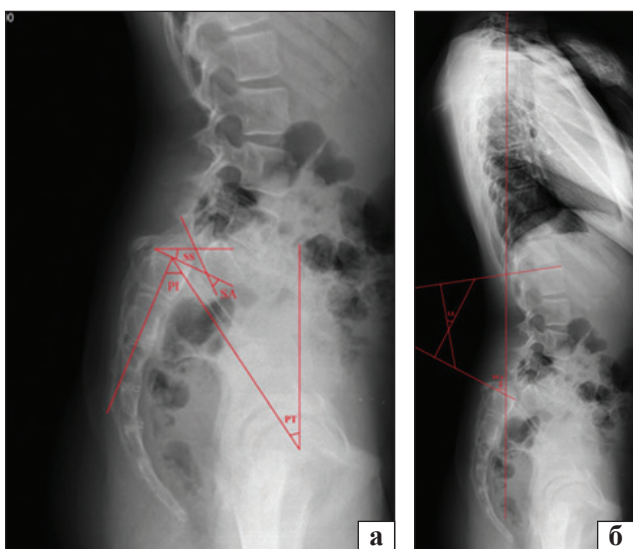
Рентгенометричні показники, які визначали у пацієнтів із спондилолістезом із високим ступенем зміщення: а) кут ковзання хребця (SA), кут тазового нахилу (PI); кут крижового нахилу (SS), нахил таза (PT); б) поперековий лордоз (LL), положення сагітальної вертикальної осі (SVA)
